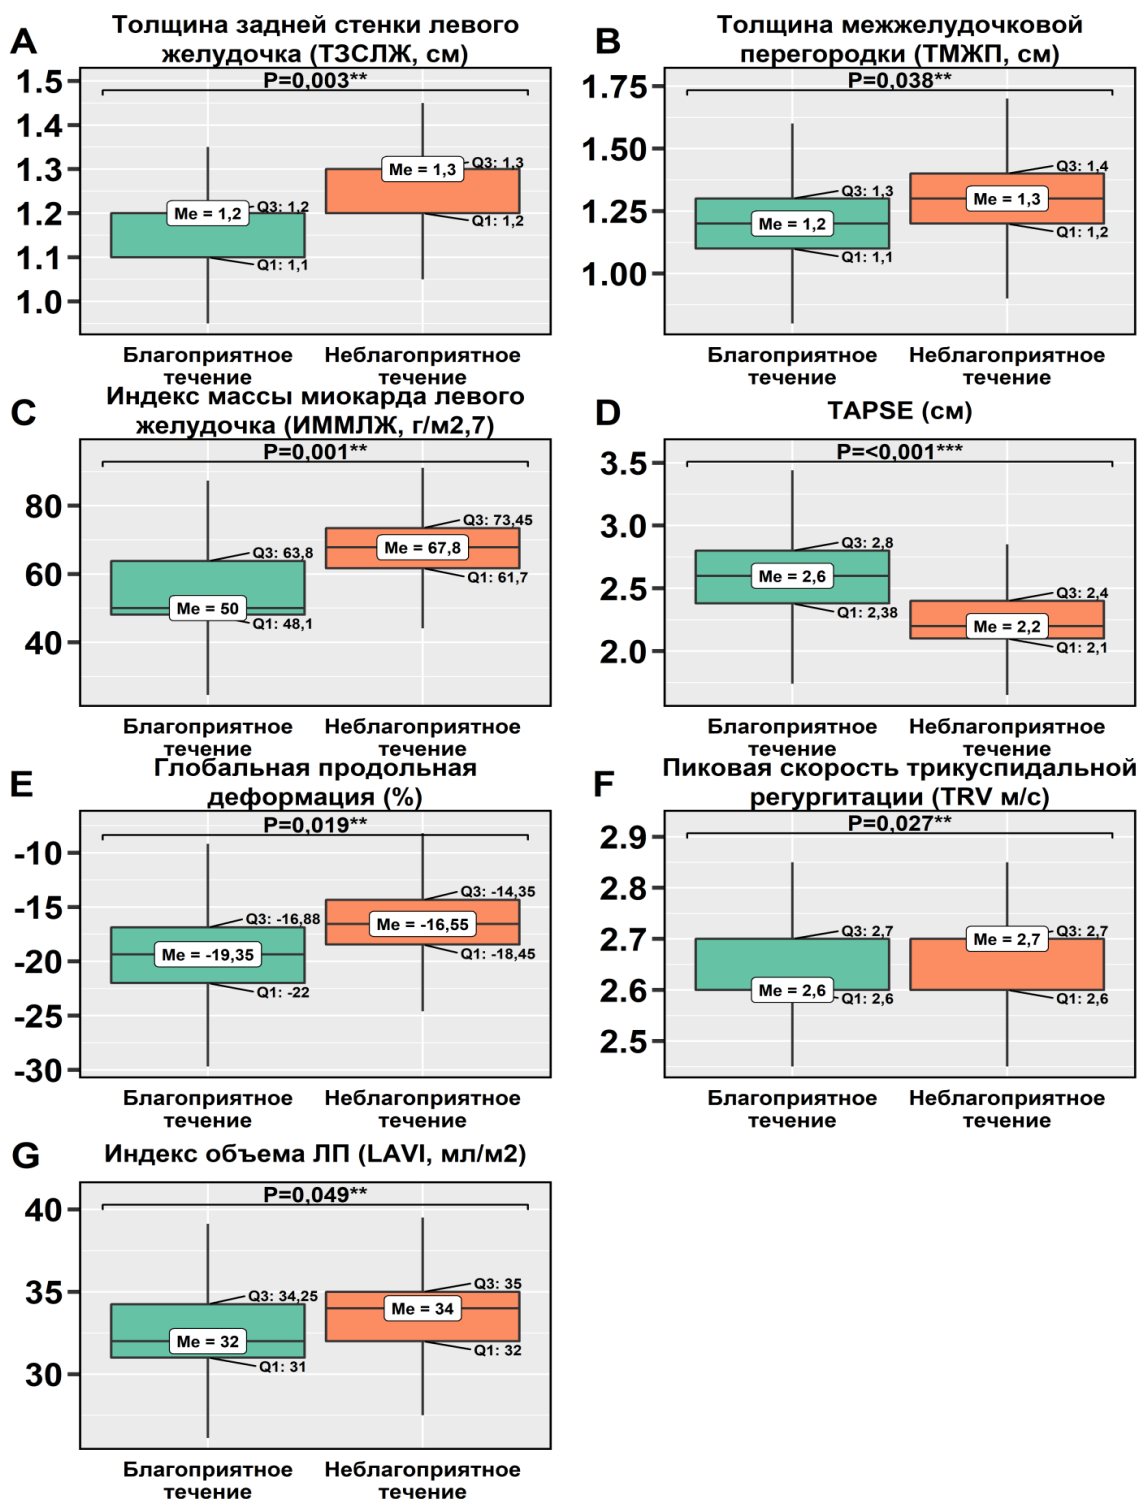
Сравнение пациентов (благоприятное и неблагоприятное клиническое течение) по эхокардиографическим показателям
